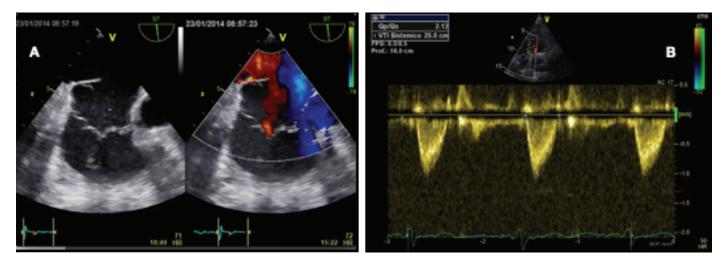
Imágenes del ecocardiograma de la paciente del caso clínico. En (A) se observa por ecocardiograma transesofágico la gran vena de Eustaquio que inicialmente se confundió con una comunicación interatrial. En (B) el cálculo del Qp/Qs resulto ser 2.12.
